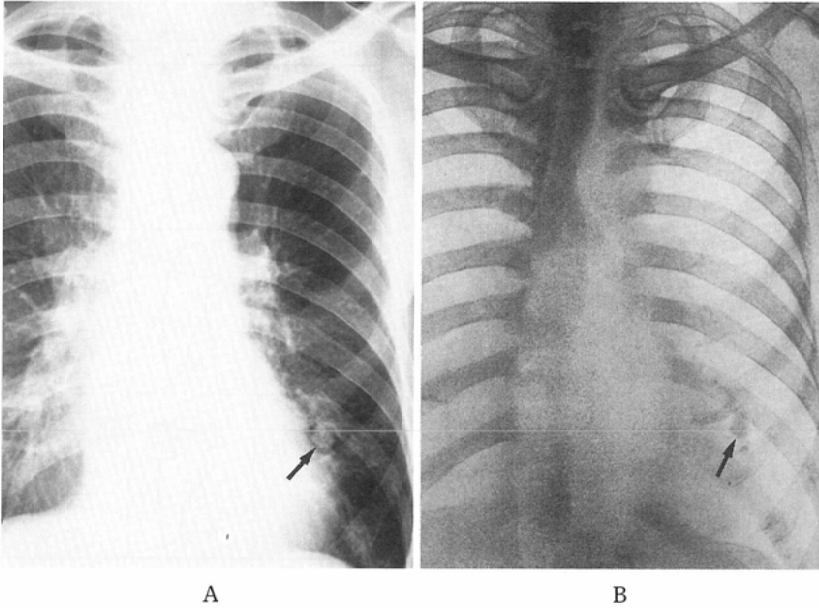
Chest radiographs of patient with small nodule in left lower lung field (granuloma).
